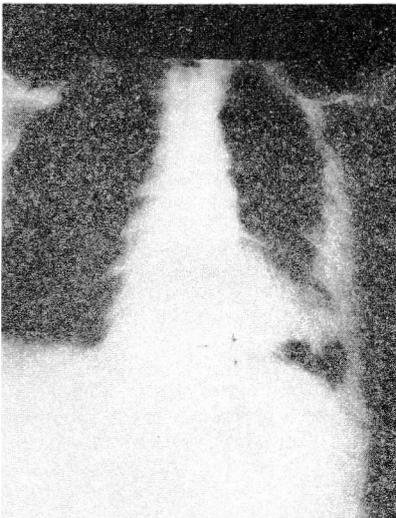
Radiografía de tórax post-operatoria. Está señalado el drenaje mediastinal que avanza hacia la línea media.
